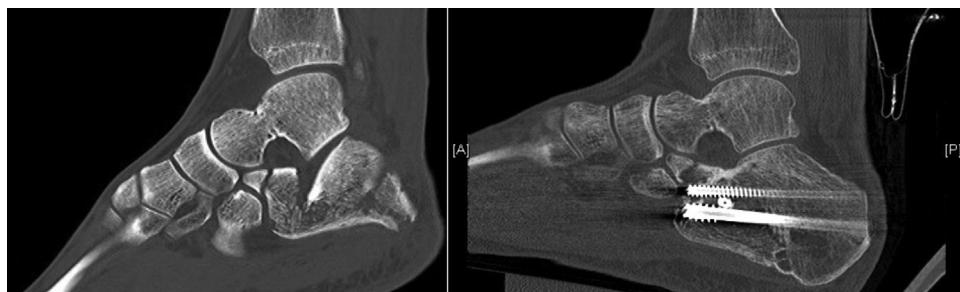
A-B) TC pre y postoperatorio de fractura Sanders III tratada mediante reducción indirecta y tornillos canulados, buena restauración de la congruencia articular.
